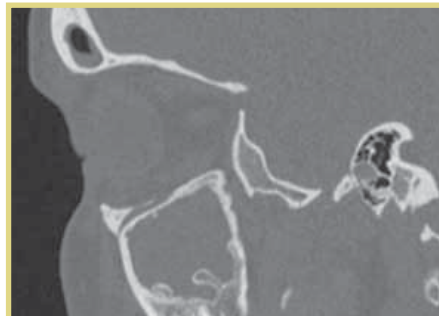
КТ придаточных пазух носа в сагитальной проекции через 4 мес после гайморотомии (визуализированы вновь образовавшиеся костные образования в ВЧП)
